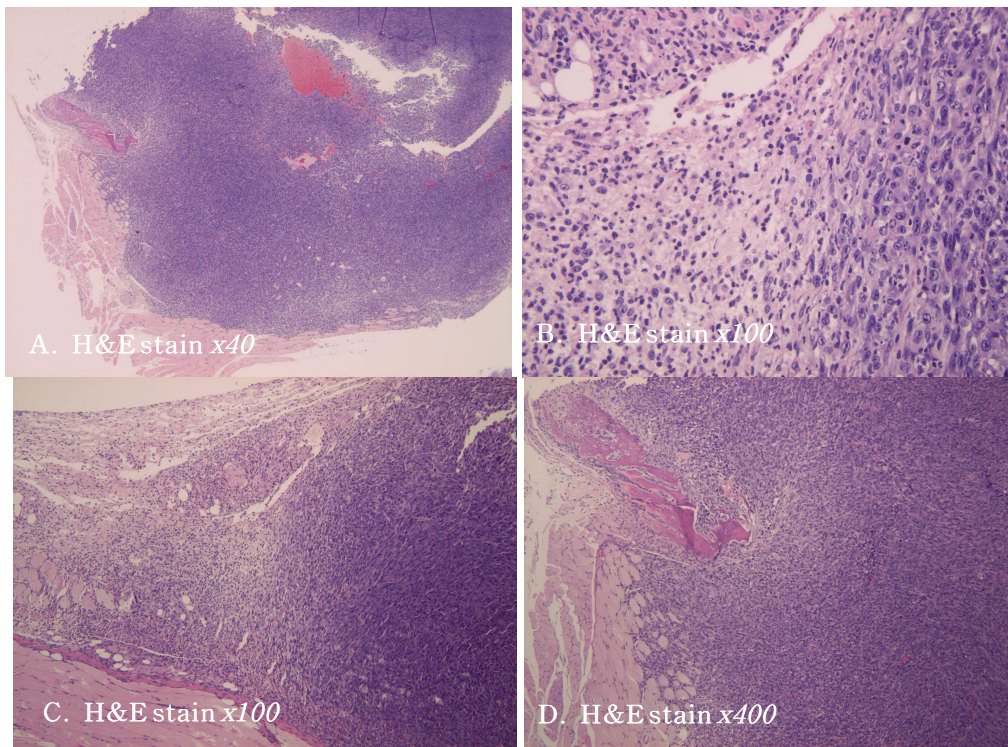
CpG ODN 치료 후 BALB/c마우스 피하내 CT-26 종양의 현미경적 소견
